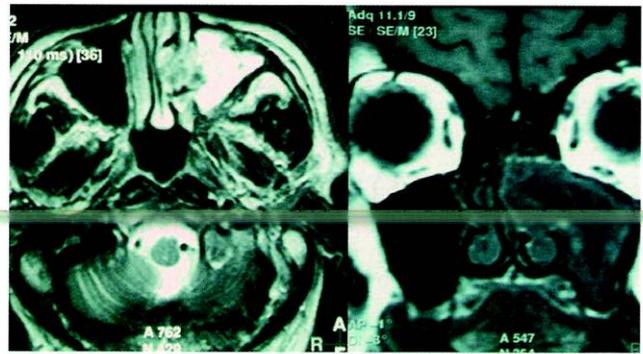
Corte axial y sagital de RMN en la cual se aprecia material con densidad de partes blandas, que ocupa el seno maxilar izquierdo en su totalidad, destruye la parte superior de la pared interna y se extiende a fosa nasal, ocupando el espacio del cornete medio.
